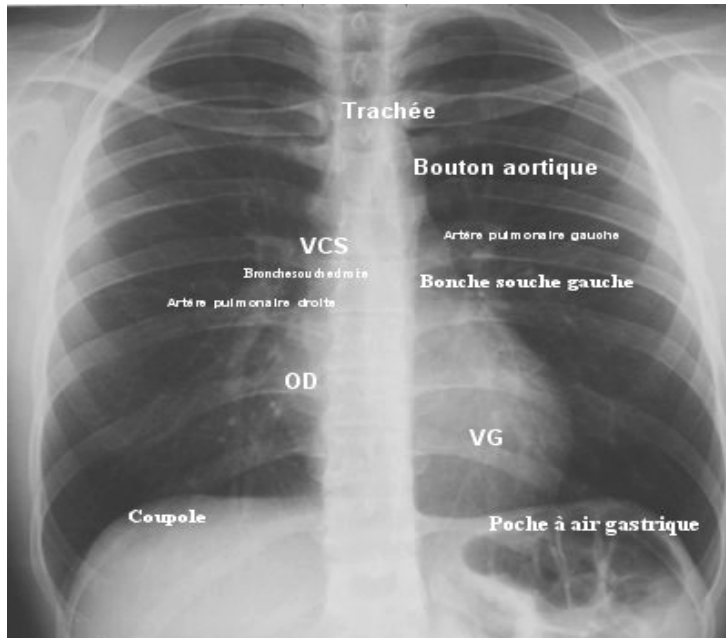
Radiographie normale du thorax
